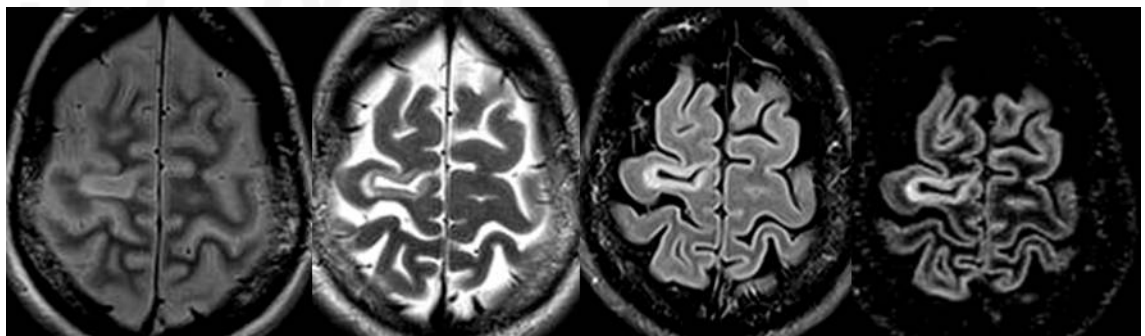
RM cerebral en un paciente con EM clínicamente definida. Secuencias ponderadas en densidad protónica, T2, *fast*-FLAIR y DIR en el plano transversal. Se observa una lesión yuxtacortical frontal izquierda. La lesión se objetiva mejor en las secuencia *fast*-FLAIR y DIR.
